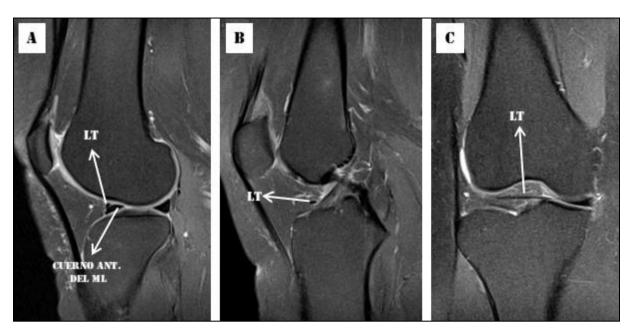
Ligamento transverso. RM. Imágenes potenciadas en densidad protónica con supresión grasa. Se visualiza como la inserción del ligamento transverso (LT) en el cuerno anterior del menisco lateral simula una rotura (A). Sin embargo, al continuar la secuencia se determina que corresponde al ligamento transverso (B). C: imagen coronal que evidencia el ligamento transverso extendido entre los sectores anteriores de cada menisco.
